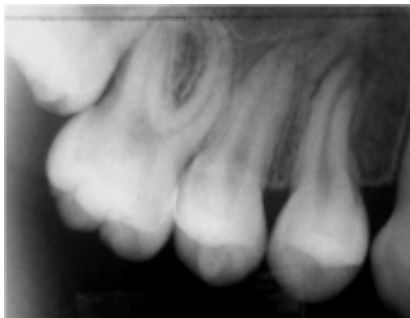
Radiografía periapical, se observa lesión periapical.
